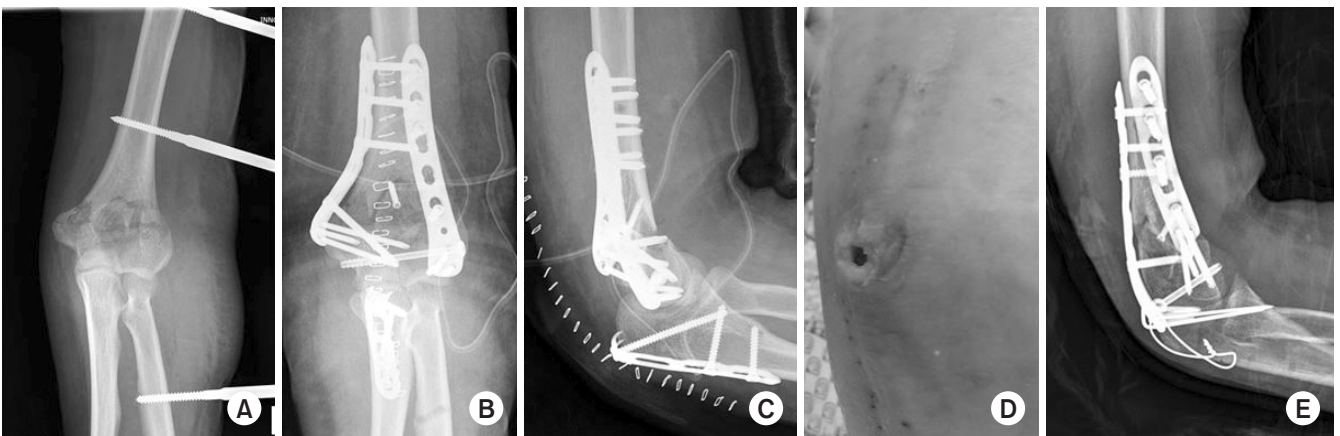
Patient had severe swelling and required temporary external fixation before surgery. (A) Anteroposterior (AP) radiography of temporary fixated humerus before surgery. AP (B) and lateral (C) radiography 1 day after surgery displays no immediate abnormality. Two weeks after the operation, olecranon plate irritation caused wound dehiscence, as observed on the photograph (D) and required exchange to tension band wiring, as shown on the lateral radiograph of Fig. 4E.
